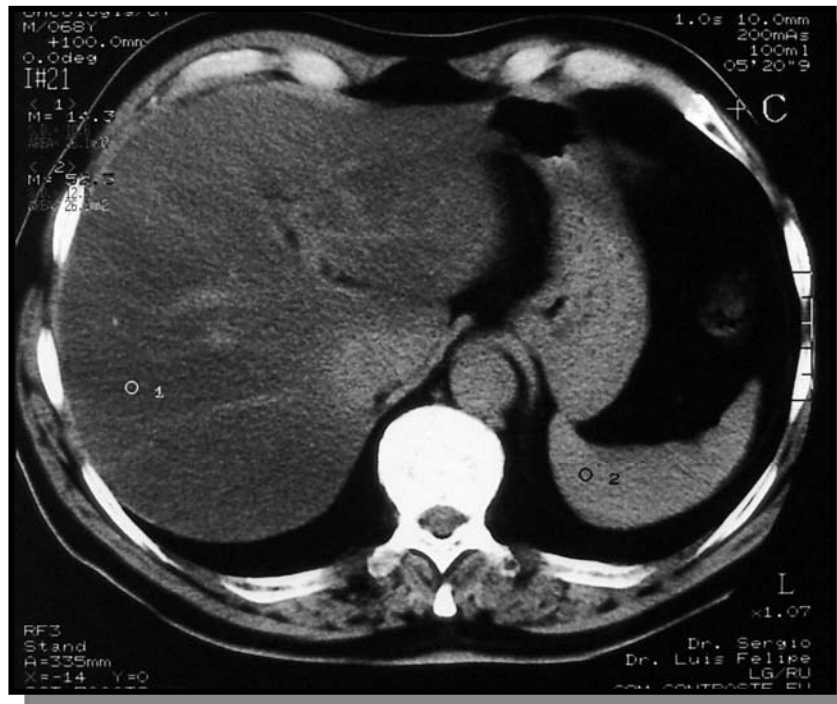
TC evidenciando baixa atenuação difusa hepática em TC pós-contraste (IGH difusa).
